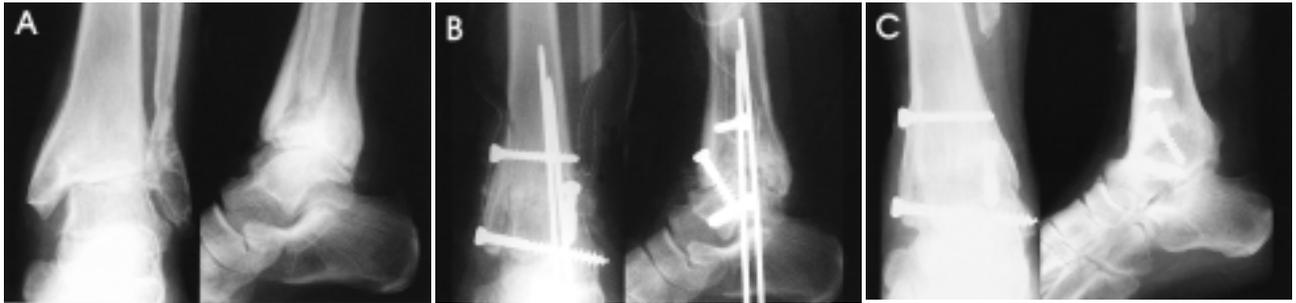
(A) Preoperative radiographs of 51 years old female sustained from open ankle fracture for 1.7 years. (B) Postoperative radiographs after arthrodesis using chevron osteotomy. (C) The latest follow-up radiographs with 5.5 years after surgery revealed small osteophyte on dorsum of the navicula.
